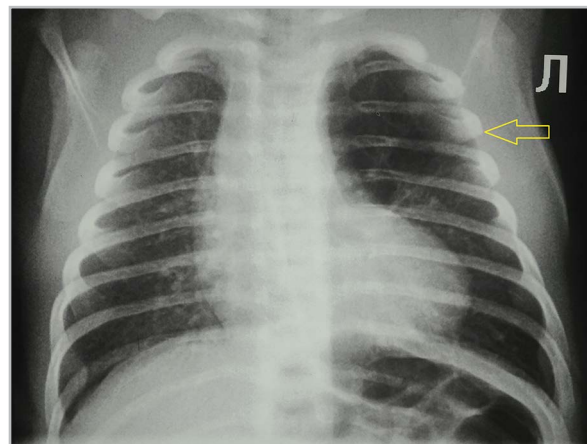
Рентгенограмма органов грудной клетки в прямой проекции — симптом просветления в проекции верхней зоны левого легкого (стрелка)
